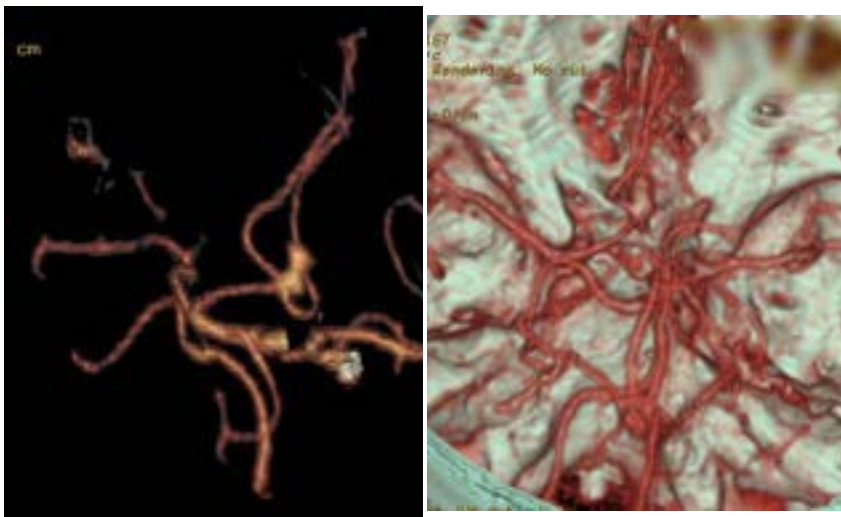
Examinare CT și angio-CT, inițială
